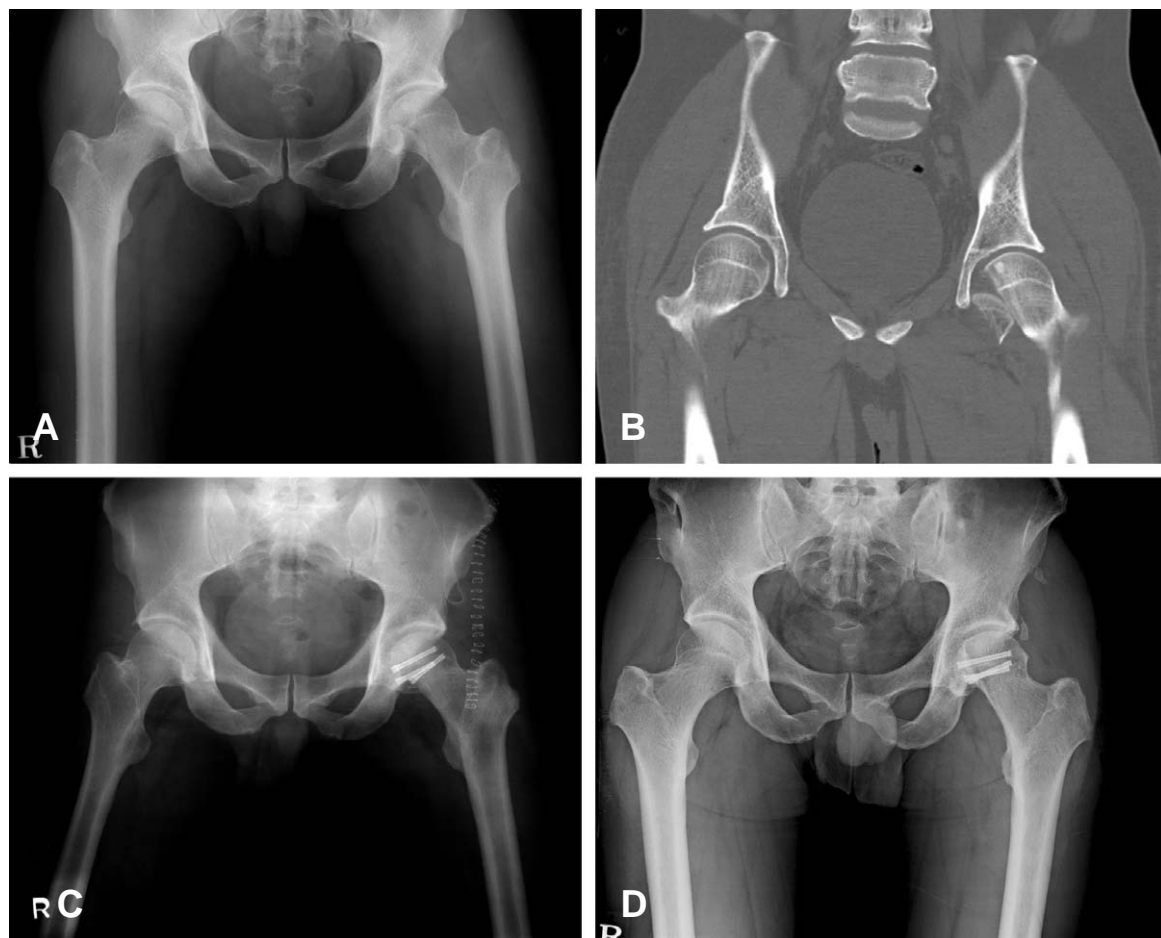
Case 7. A 36-year-old man (A) Initial both hip Anteroposterior (AP) view and (B) pelvis CT image show Pipkin type 2 femoral head fracture. (C) Internal fixation of femoral head through the anterior approach was done. (D) The last follow-up both hip AP x-ray at postoperative 34 months shows healing of fracture and heterotopic ossification, but there is no evidence of avascular necrosis of femoral head or post-traumatic osteoarthritis.
